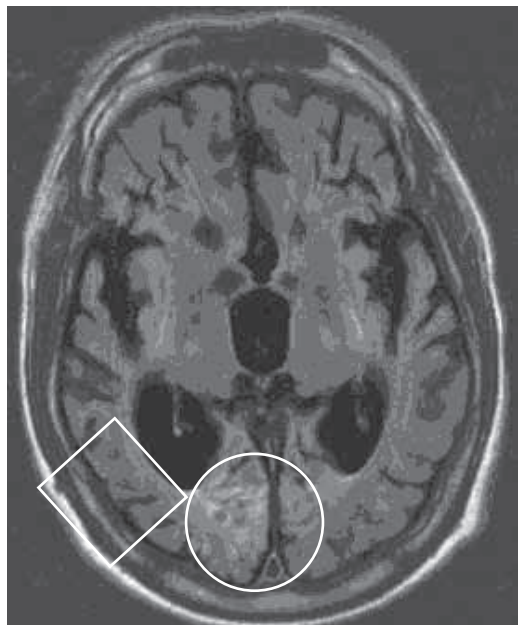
Paciente 3, RMN a los 4 meses del tratamiento celular combinado
